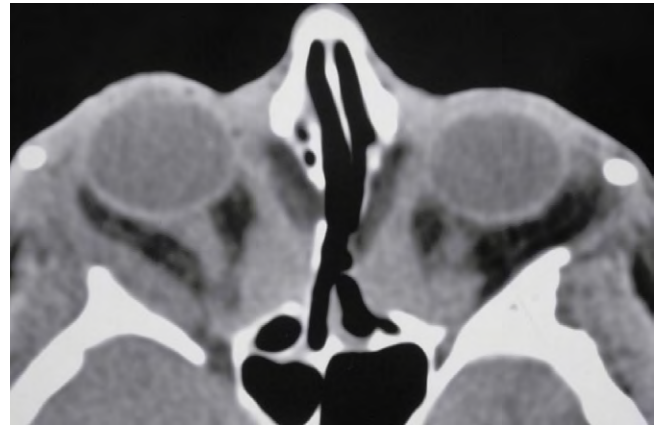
TC axial después de una descompresión de la pared bilateral, lateral y medial.
